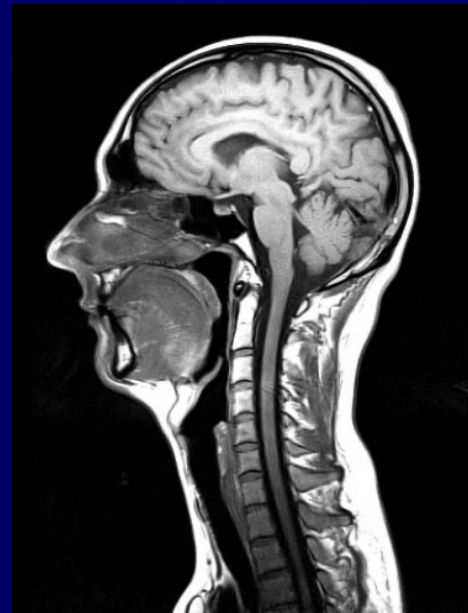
IMAGERIE par RESONANCE MAGNETIQUE
